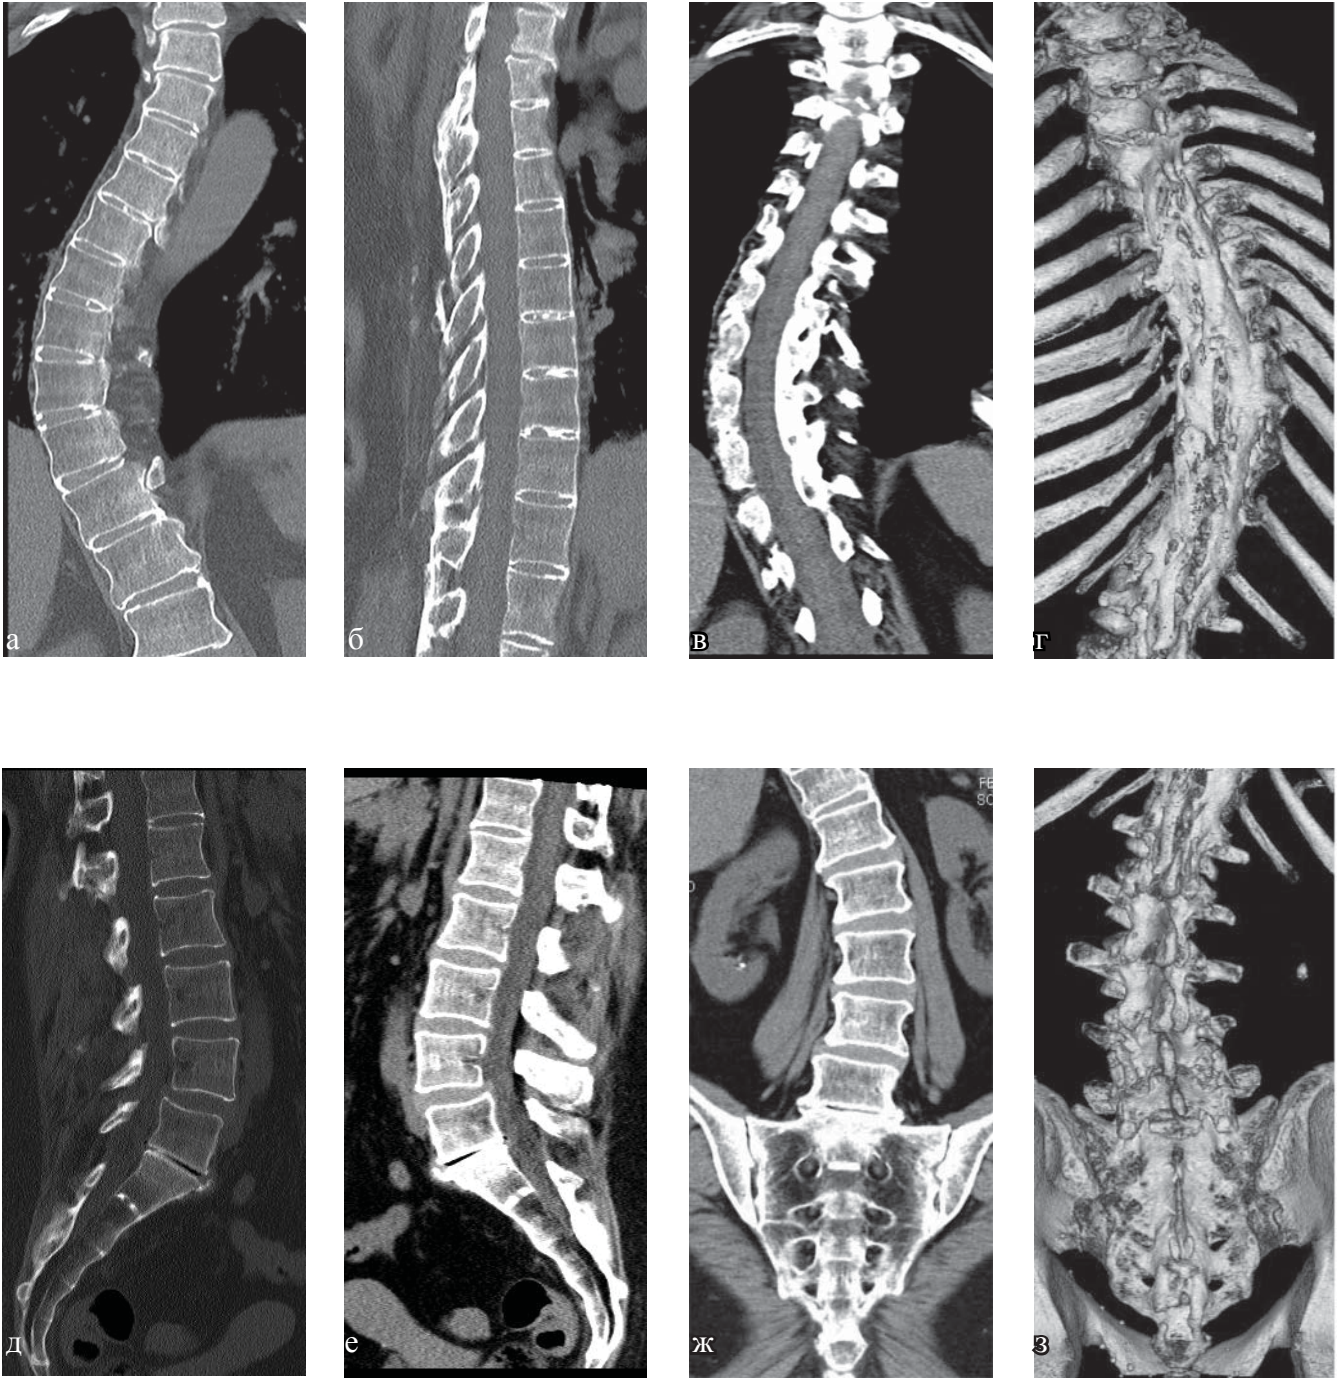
КТ грудного отдела позвоночника (а–г). Больная С., 63 года. Определяется частичная оссификация передней продольной связки, полная оссификация межостистой связки на уровне грудного отдела позвоночника, костный блок тел позвонков Th4–Th10, костный анкилоз дугоотростчатых суставов Th3–Th12 (проявления болезни Бехтерева), снижение высоты межпозвонковых дисков. Имеются проявления субхондрального склероза замыкательных пластин тел позвонков, обызвествление передней продольной связки, проявления остеоартроза реберно-поперечных суставов, остеоартроза реберно-позвонковых суставов, дугоотростчатых суставов, передний дегенеративный спондилолистез позвонков Th2 и Th3 до 4 мм, S-образный сколиоз грудно-поясничного отдела позвоночника 3 степени
